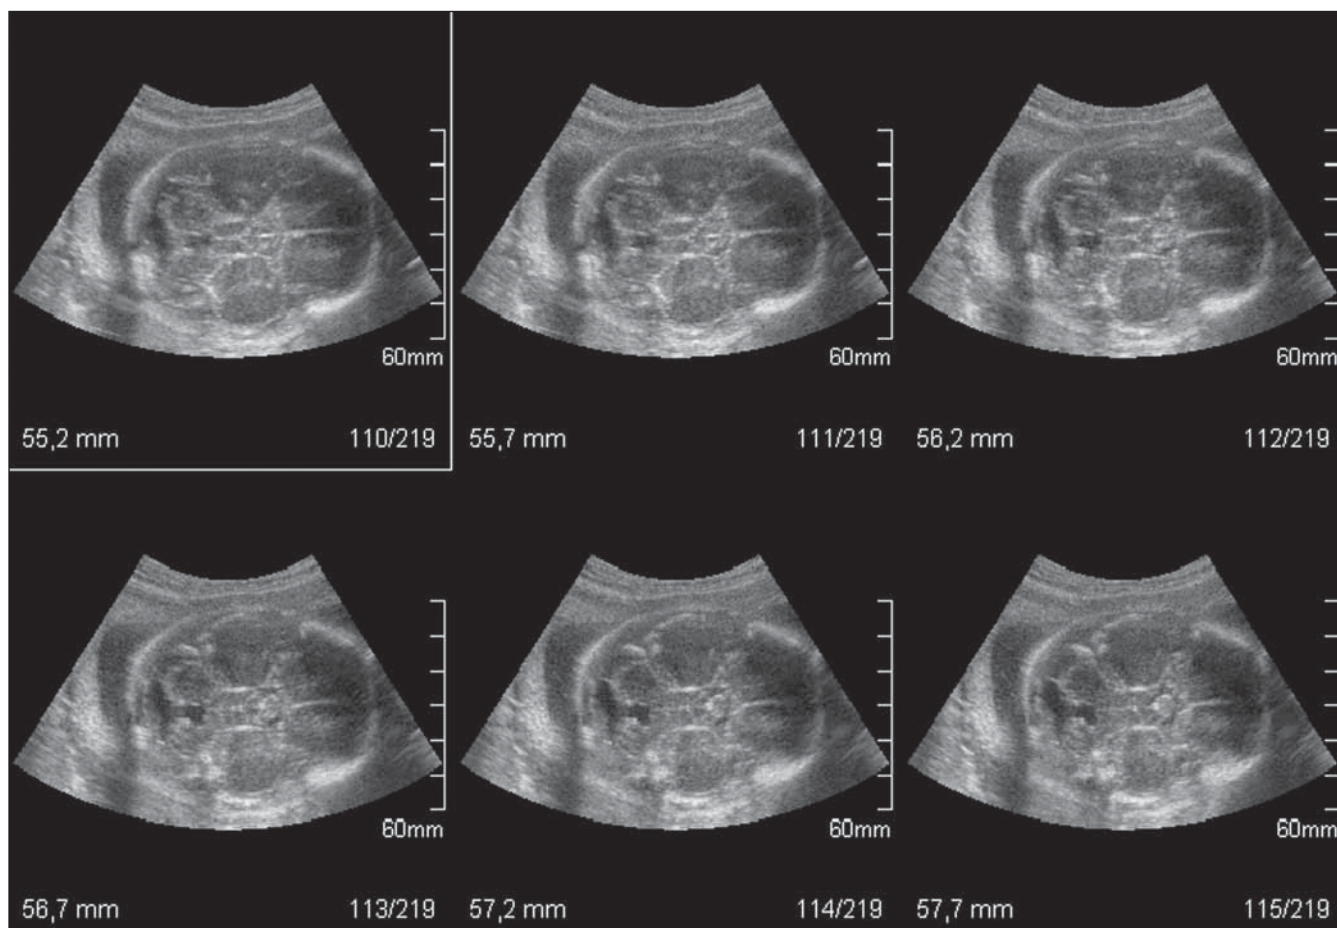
Sonograma do crânio fetal em um caso de síndrome de Dandy-Walker. Observa-se o programa MSV com a imagem disposta do tipo 3×2 (duas linhas e três colunas), espessura do corte de 0,5 mm, determinando 219 planos seqüenciais e adjacentes.
